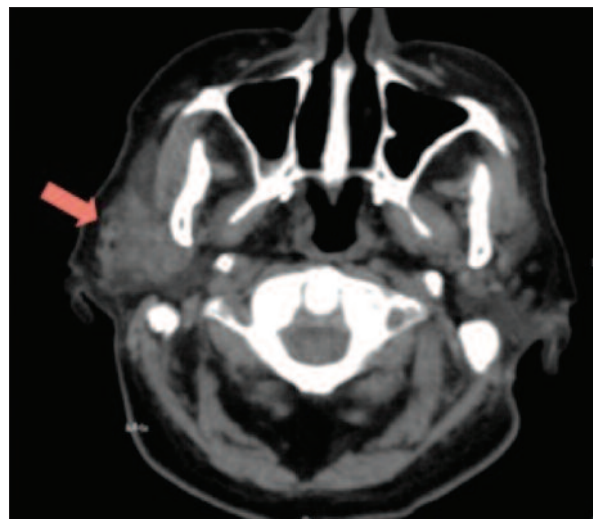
Right parotid gland lesion (head and neck soft tissue CT, axial).
